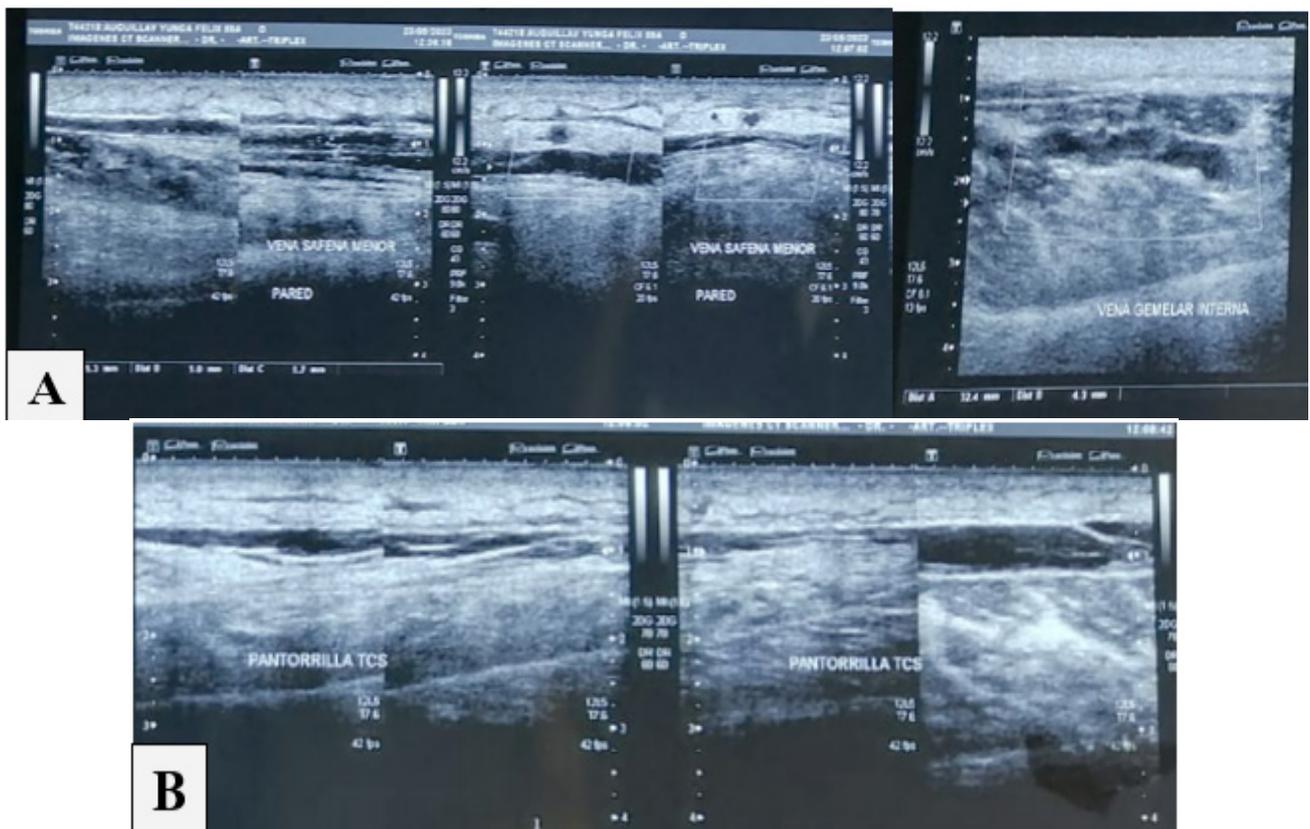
Eco Doppler venoso y de partes blandas en pierna izquierda: A. vena gemelar interna dilatada con ausencia de señal al Doppler color, no se comprime con la presión del transductor, en un trayecto de 32 x 43 mm, en relación a trombosis. La vena safena menor presenta calibre normal, sin embargo, sus paredes están engrosadas en todo su trayecto. B. Se observa desde el tercio inferior del muslo engrosamiento e incremento de la ecogenicidad del tejido celular subcutáneo, con imágenes anecoicas, ramificadas, que dividen los lobulillos grasos, en relación con canales linfáticos dilatados
